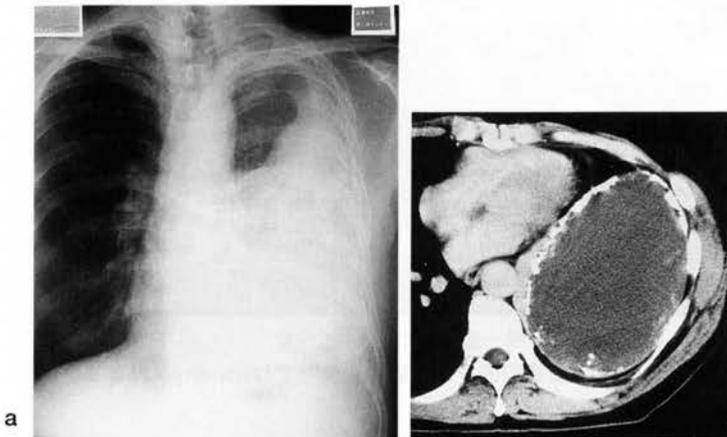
KA、68才、男。胸部単純写真(a)とCT(b)。陈旧性の結核性膿胸像を呈す。
